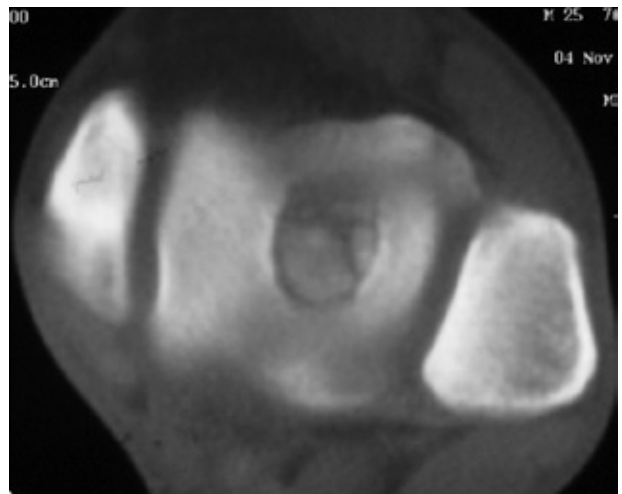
Corte axial de tomografía computada pre-operatorio.
